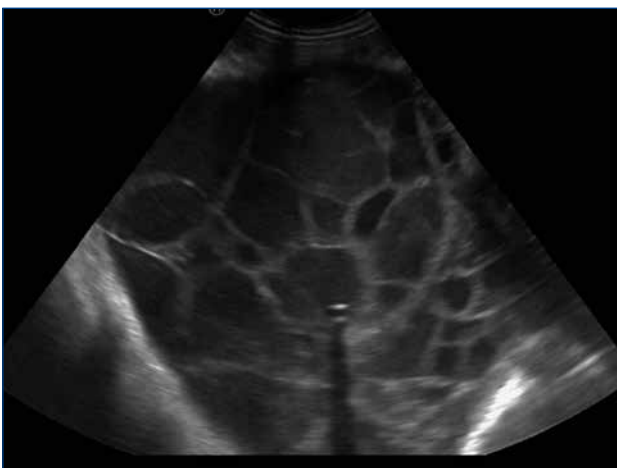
L'ecografia consente di evidenziare all'interno della raccolta la presenza di setti e di loculazioni (Cortesia di Gianpietro Marchetti).
